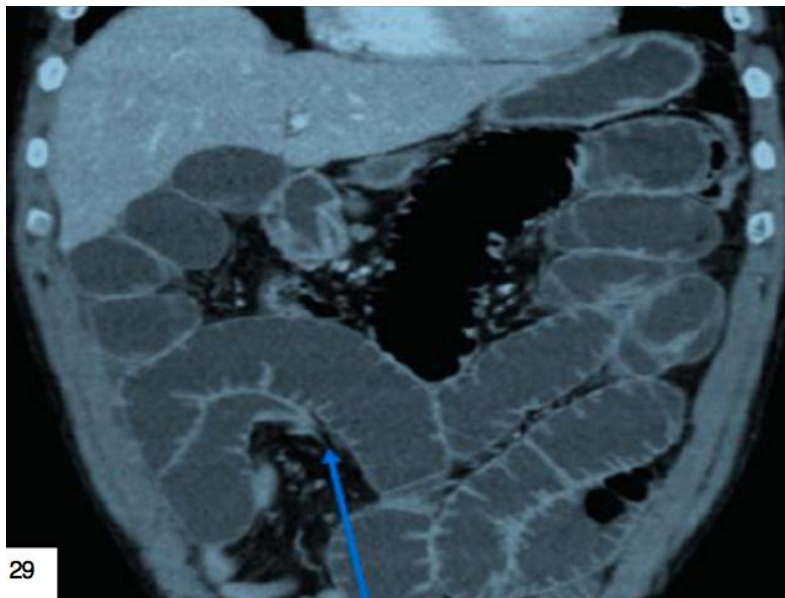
TDM abdominale coupe coronale : signe du bec
